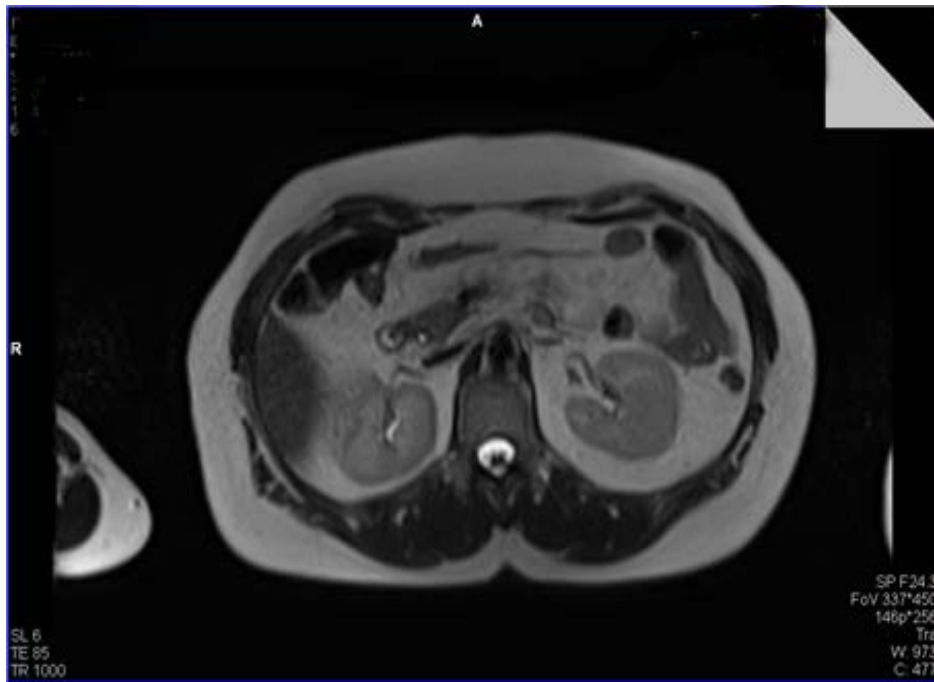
МРТ. Інсулінома тіла ПЗ.
